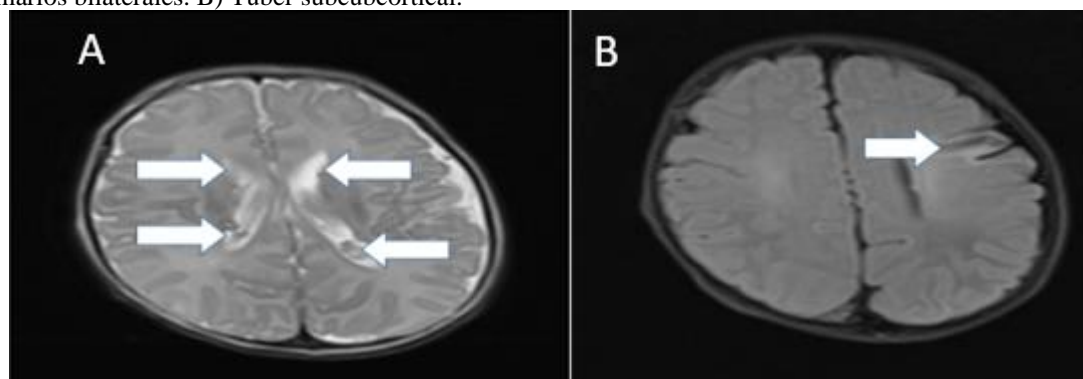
Imágenes de Resonancia Magnética en corte sagital, que muestran lesiones neurológicas (Flechas). A) Nódulos subependimarios bilaterales. B) Túbér subcubcortical.
